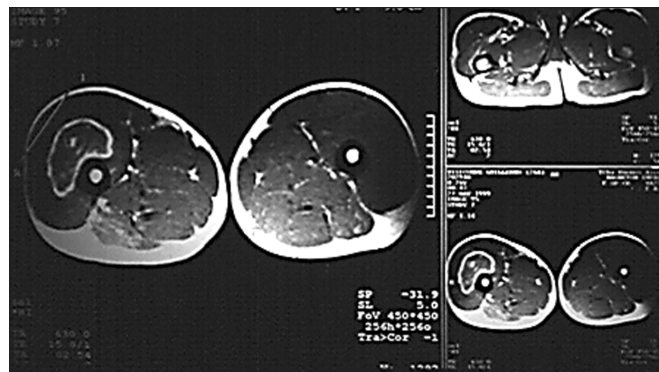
"Paralítica". Imagen en la TAC.
